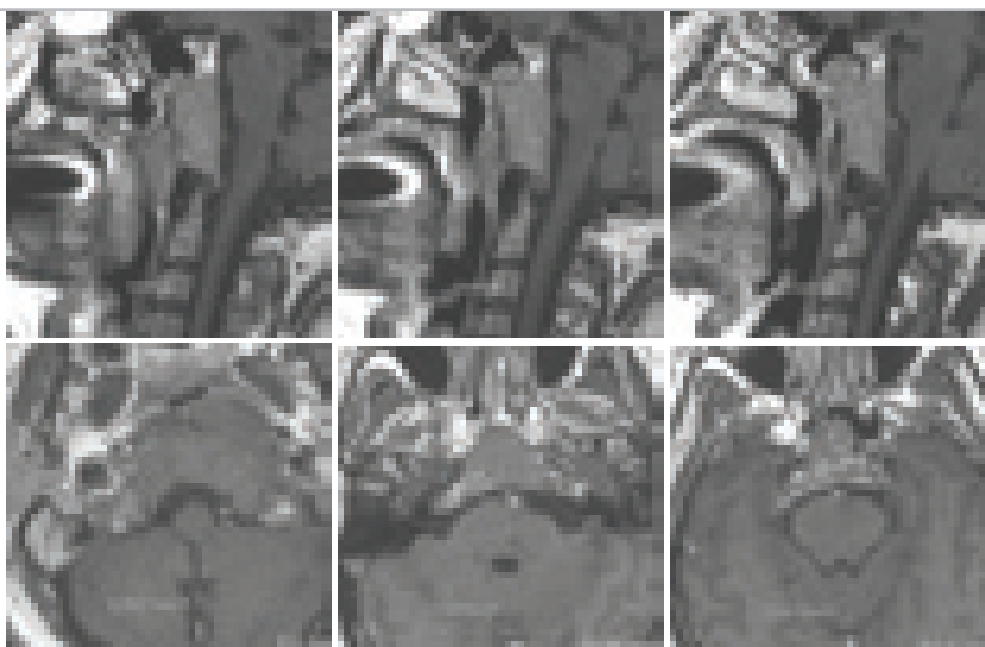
Хордома ската с экстракраниальным ростом. T1- взвешенные МРТ. Опухоль распространяется в ротоглотку. Верхний полюс опухоли внедряется в основную пазуху. Хордома не оказывает воздействия на ствол мозга.
